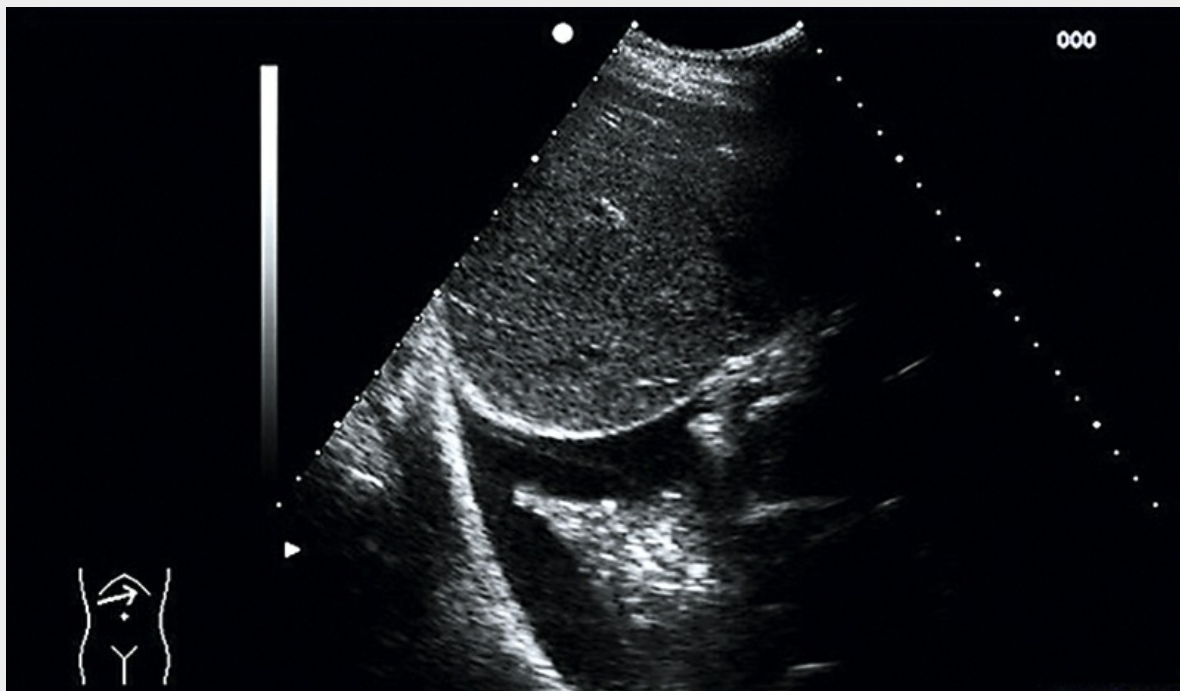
Thoraxsonografie Pleuraerguss. Es zeigt sich ein echoarmer Erguss zwischen Leber und Lungenspitze.
